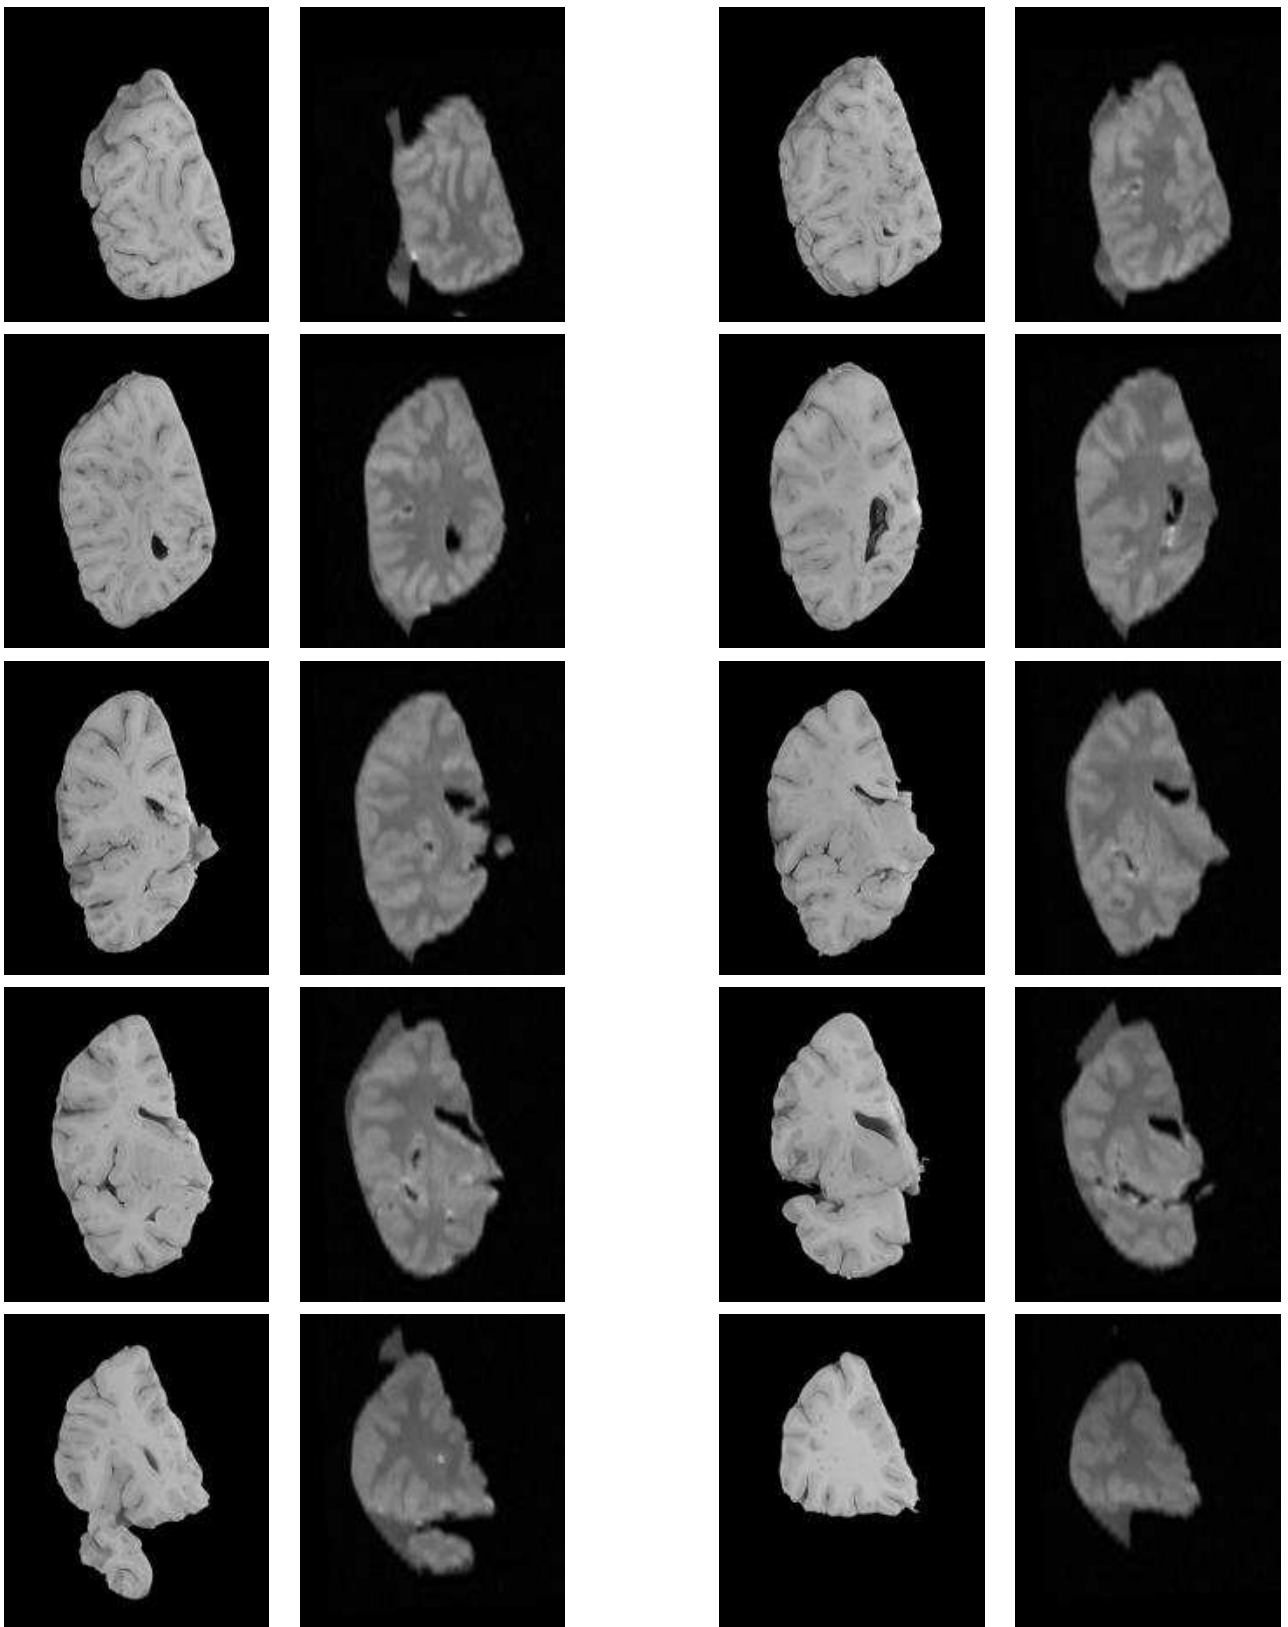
Recalage rigide de l'image IRM pondérée en DP avec les coupes optiques du même individu. On représente la coupe IRM 2D rééchantillonnée, correspondant à chaque coupe optique (face antérieure).
